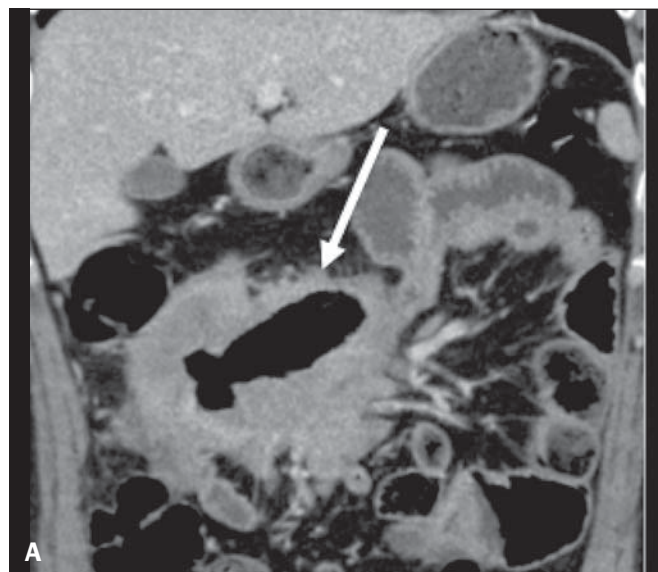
LNH ileal primário. A: TC de abdome em reconstrução coronal demonstra acentuado espessamento parietal concêntrico associado a dilatação aneurismática da alça ileal (seta). B: Imagem de PET/TC demonstra hipermetabolismo no local do tumor.
